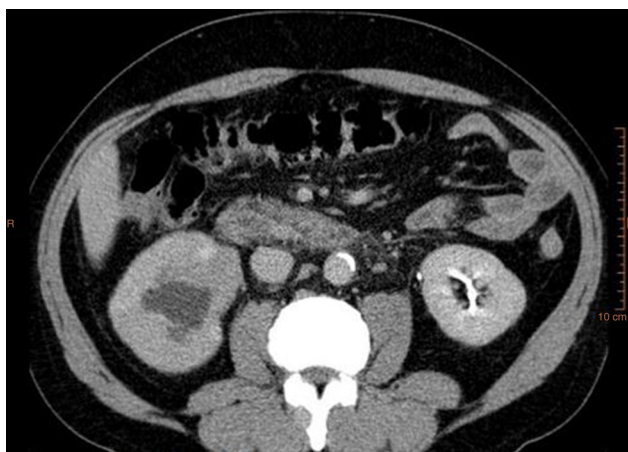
TAC abdómino-pélvica donde se aprecia ectasia renal secundaria a lesión ocupante de espacio al nivel de la pelvis renal.
